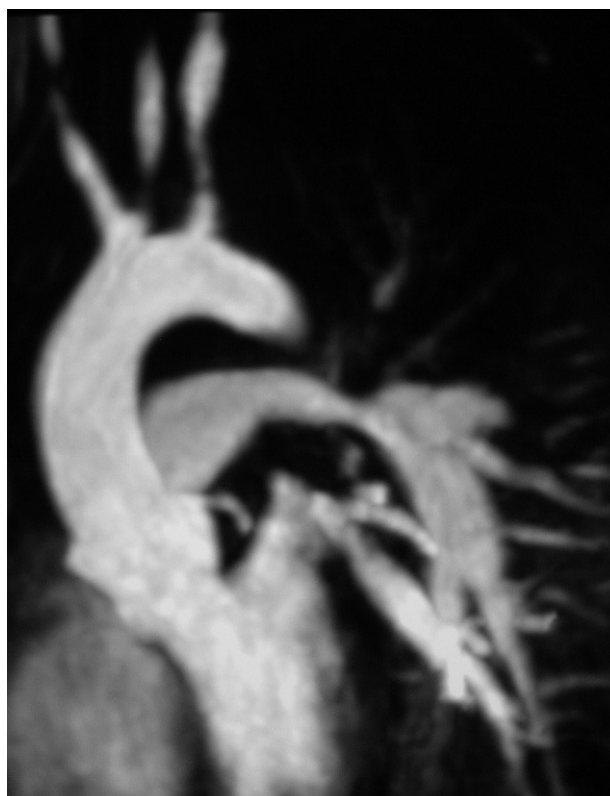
Angiorresonancia con afectación de la aorta, sus principales ramas y las arterias pulmonares.
